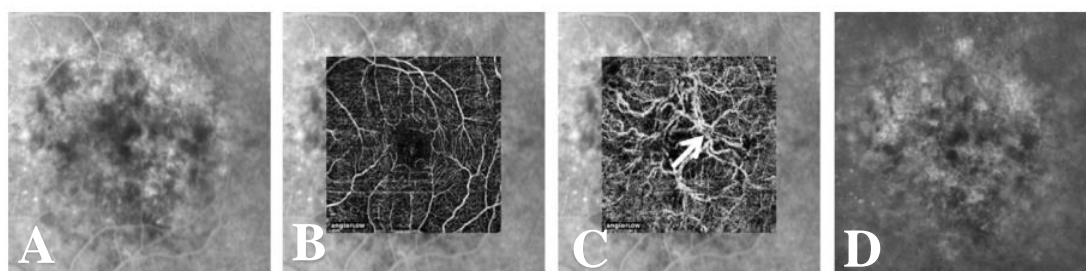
Lesão do tipo 1 em indivíduo com DMI e após terapêutica anti-angiogénica. A: AF fase precoce; B: angiograma por OCTA do plexo superficial; C: angiograma por OCTA da lesão neovascular onde a seta indica um *feeder vessel*; D: AF fase tardia. Adaptado de Kuehlewein, L. *et al. Optical Coherence Tomography Angiography of Type 1 Neovascularization in Age-Related Macular Degeneration. Am. J. Ophthalmol.* 160, 739–748e2 (2015)
